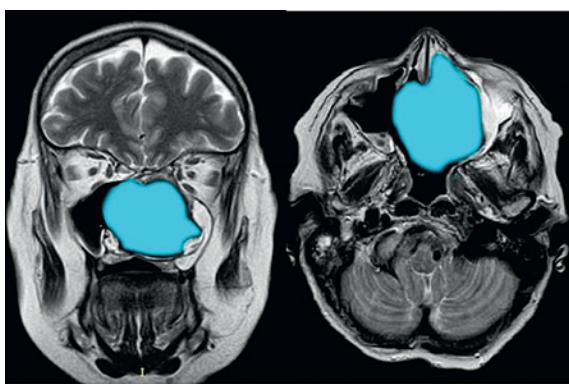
МРТ головы с контрастированием через 2 недели после удаления образования полости носа: признаков патологического накопления контрастного вещества нет (маркером показано место локализации опухоли до удаления)
